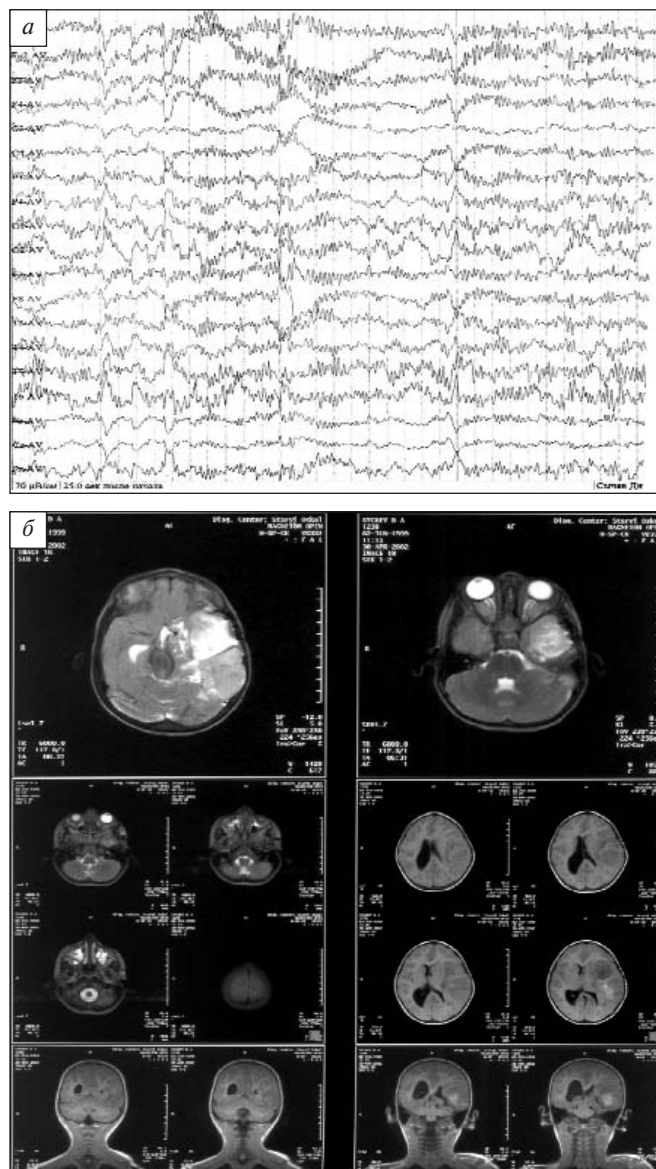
Интериктальная ЭЭГ (а) и МРТ головного мозга (б), выполненные у пациента в возрасте 2 лет 11 мес (через 8 мес после операции, на фоне полихимиотерапии)
